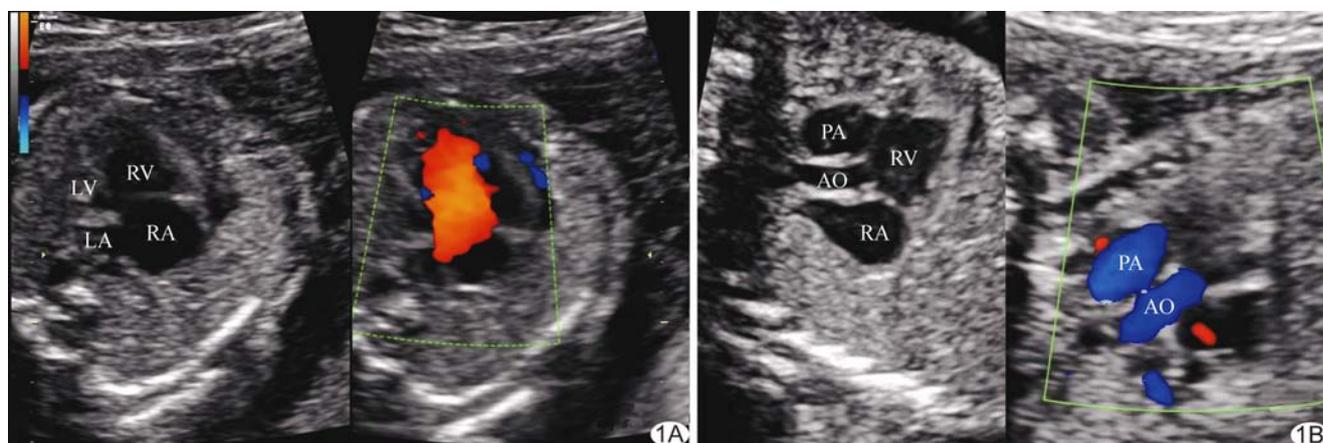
产前心脏超声 A. 四腔心切面显示左心室明显缩小, 二尖瓣回声增强, 未见开闭运动, 心脏中央“十字”交叉形态失常, 室间隔上部及房间隔下段连续性中断, CDFI 左房室瓣舒张期血流未见显示; B. 心室流出道切面显示肺动脉及升主动脉大部均发自右心室, 两者起始部呈平行排列, CDFI 肺动脉及主动脉血流均来源于右心室 (LV: 左心室; LA: 左心房; RV: 右心室; RA: 右心房; AO: 主动脉; PA: 肺动脉)
